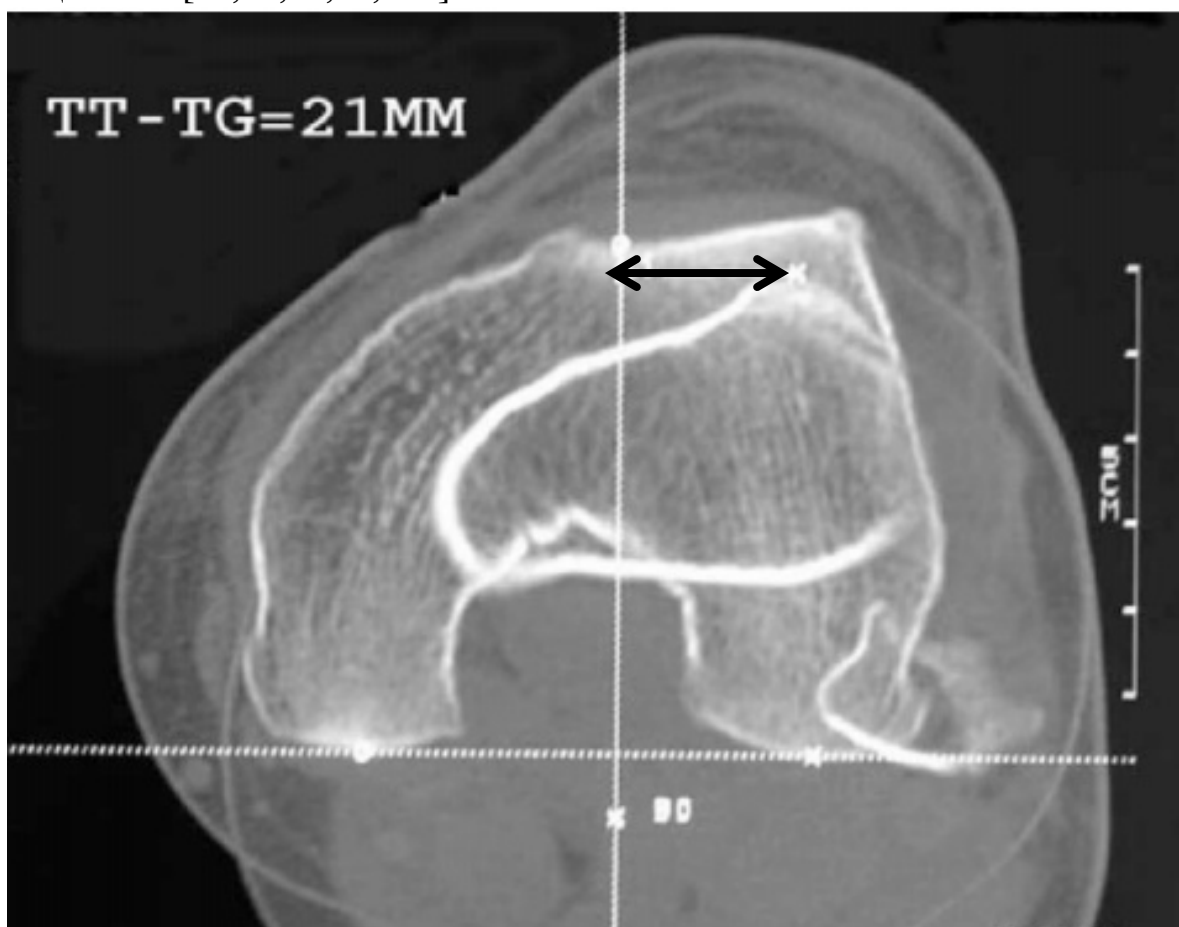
Компьютерная томограмма. На этом рисунке наложены друг на друга два среза: на уровне межмыщелковой борозды и на уровне бугристости большеберцовой кости. Благодаря этому наложению можно измерить расстояние между бугристостью и бороздой.
